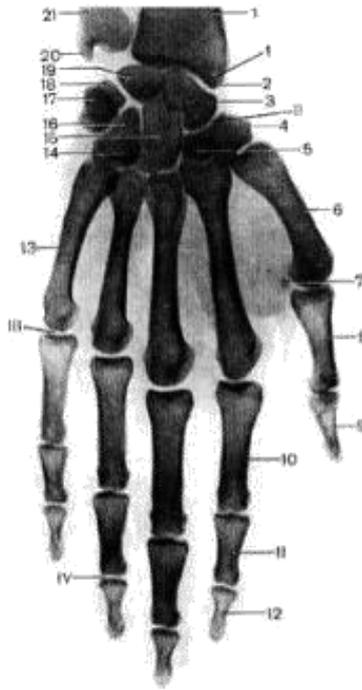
Рентгенограма кісток і суглобів кисті (правої):
